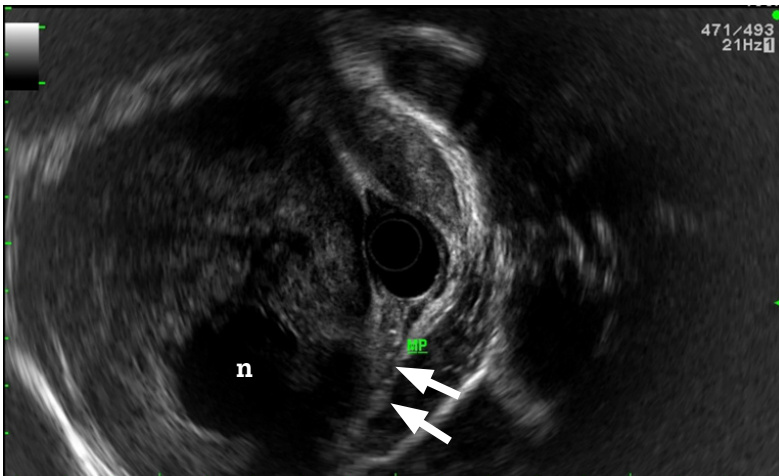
Endoscopic ultrasonography of patient with large rectal schwannoma A 7.2x8 cm heterogeneous hypoechoic mass with an area of internal necrosis(n), with a distinctive border, that is originating from the fourth layer(arrow)
